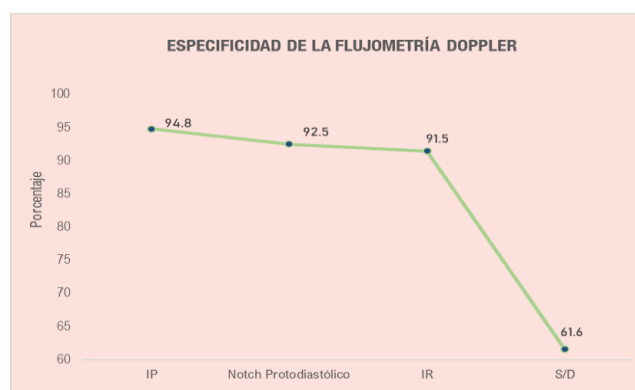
Especificidad de la flujometría Doppler anormal de las arterias uterinas en la predicción de preeclampsia.
